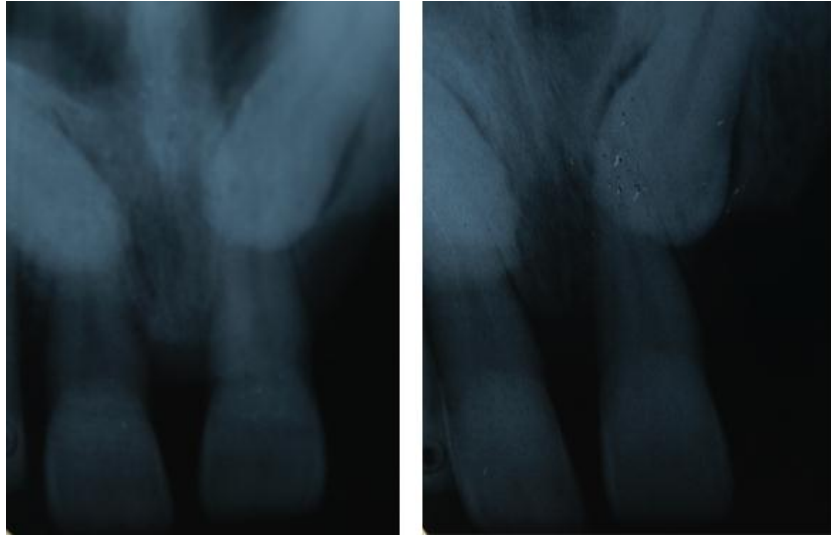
Radiografias (1 e 2) periapicais para avaliar a inclusão do dente 13, através da técnica de Clark. Na radiografia 1 fez-se uma projecção vestibular e na radiografia 2 distalizou-se a projecção. Como verificado nas radiografias o dente incluso acompanha o movimento do dente para distal, confirmando o diagnóstico de canino incluso por palatino.
